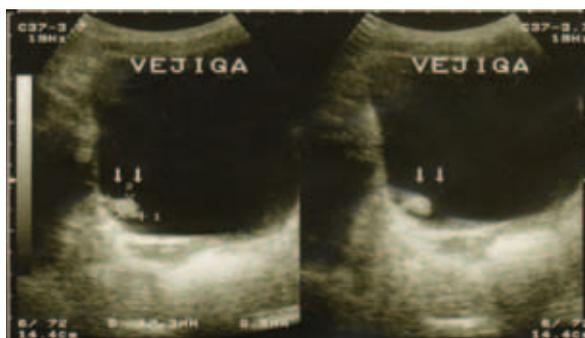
Ecografía vesical que evidencia pequeña lesión polipoidea.
